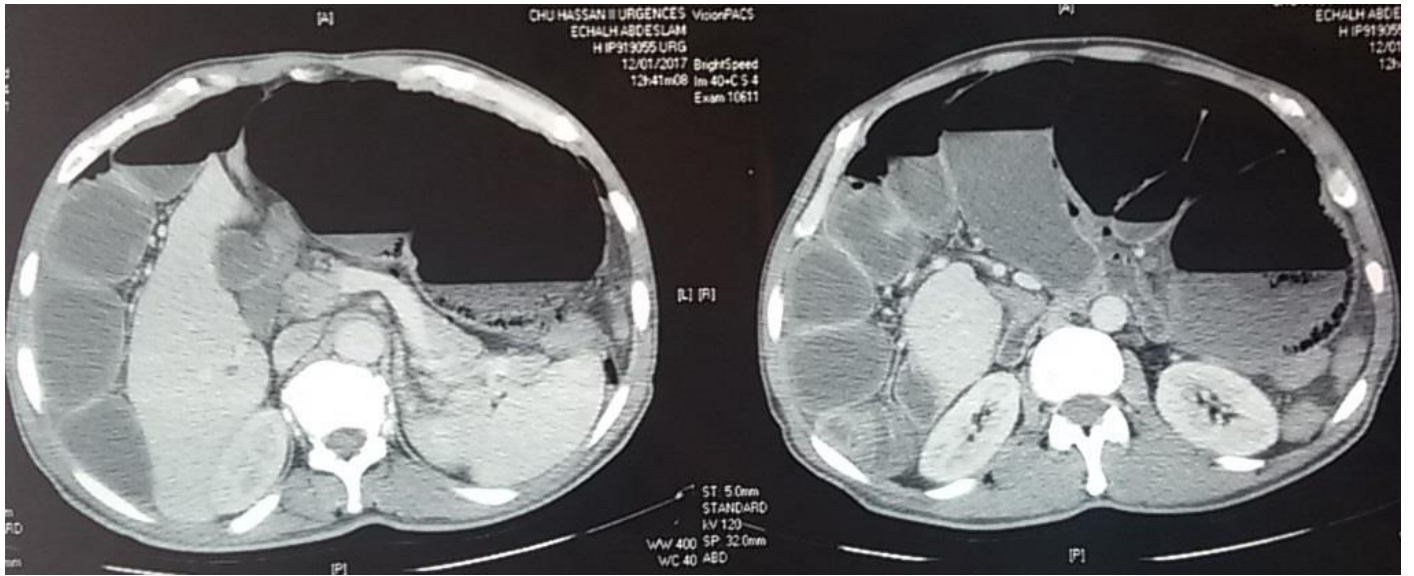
TDM abdominale deuxième patient
